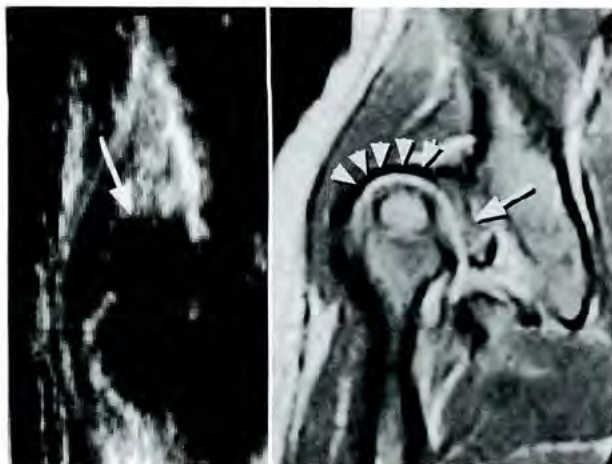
type IVの超音波画像とMRI, 超音波上の軟骨膜(左図矢印)はMRI上骨頭に接する関節包の走行(右図矢印)と一致する. limbusは内反型を呈している(右図矢印)
